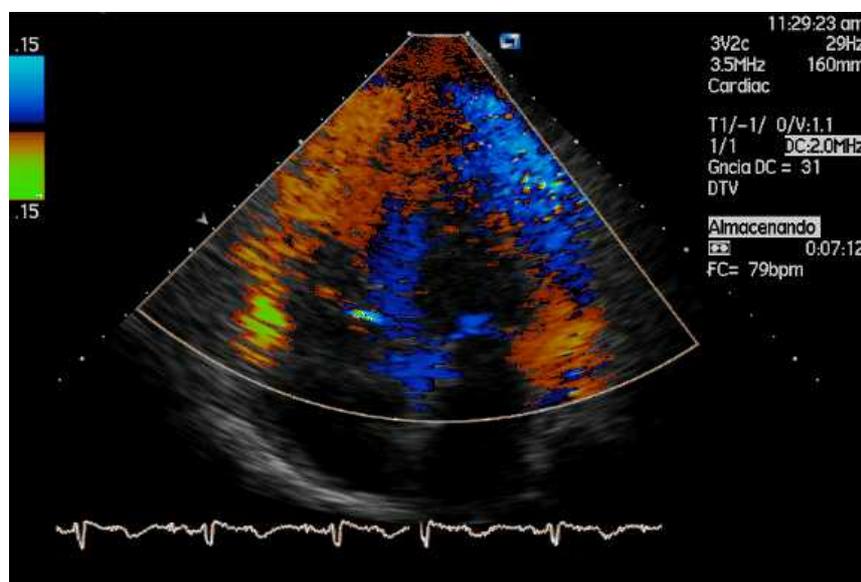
Imagen ecocardiográfica bidimensional de Doppler de Tejido, vista apical. Una secuencia de estas imágenes permite calcular la velocidad del miocardio en diferentes segmentos o regiones a lo largo del tiempo, distinguiéndose la funcionalidad normal de la patológica. (Por cortesía de la Unidad de Medicina y Cirugía Experimental, Hospital General Universitario Gregorio Marañón de Madrid).
